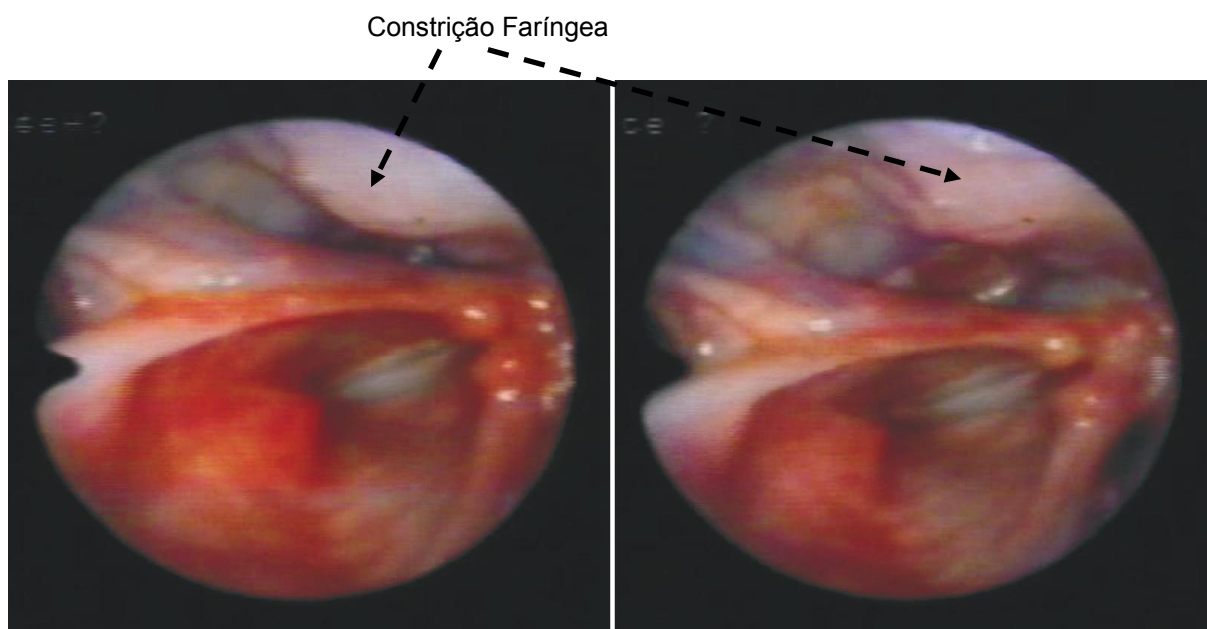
Imagens representativas dos ajustes laríngeos para o salto 01 e 02 do trecho 01 (sujeito CT3). A primeira imagem mostra a presença de constrição lateral faríngea em maior grau para o salto 01. A segunda imagem mostra a diminuição da constrição no salto 02. Na primeira imagem a nota é o Fá#₅ (740 Hz) e na segunda o Ré₅ (587 Hz).
